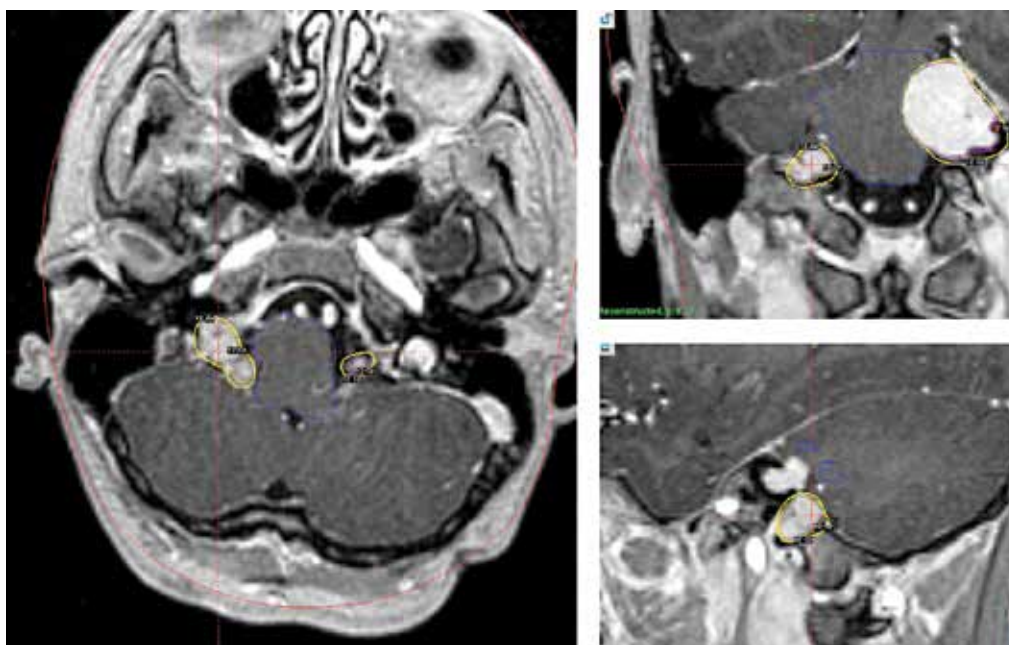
Магнитно-резонансная томография с контрастным усилением, T1-взвешенные изображения в системе планирования GammaPlan в 3 проекциях на уровне мостомозжечкового угла. Желтая линия — предписанная изодоза
